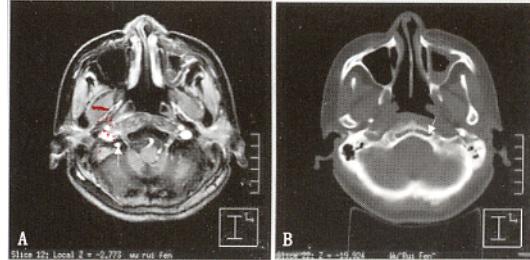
在 MRI/CT 配准上显示舌下神经管及其舌下神经
